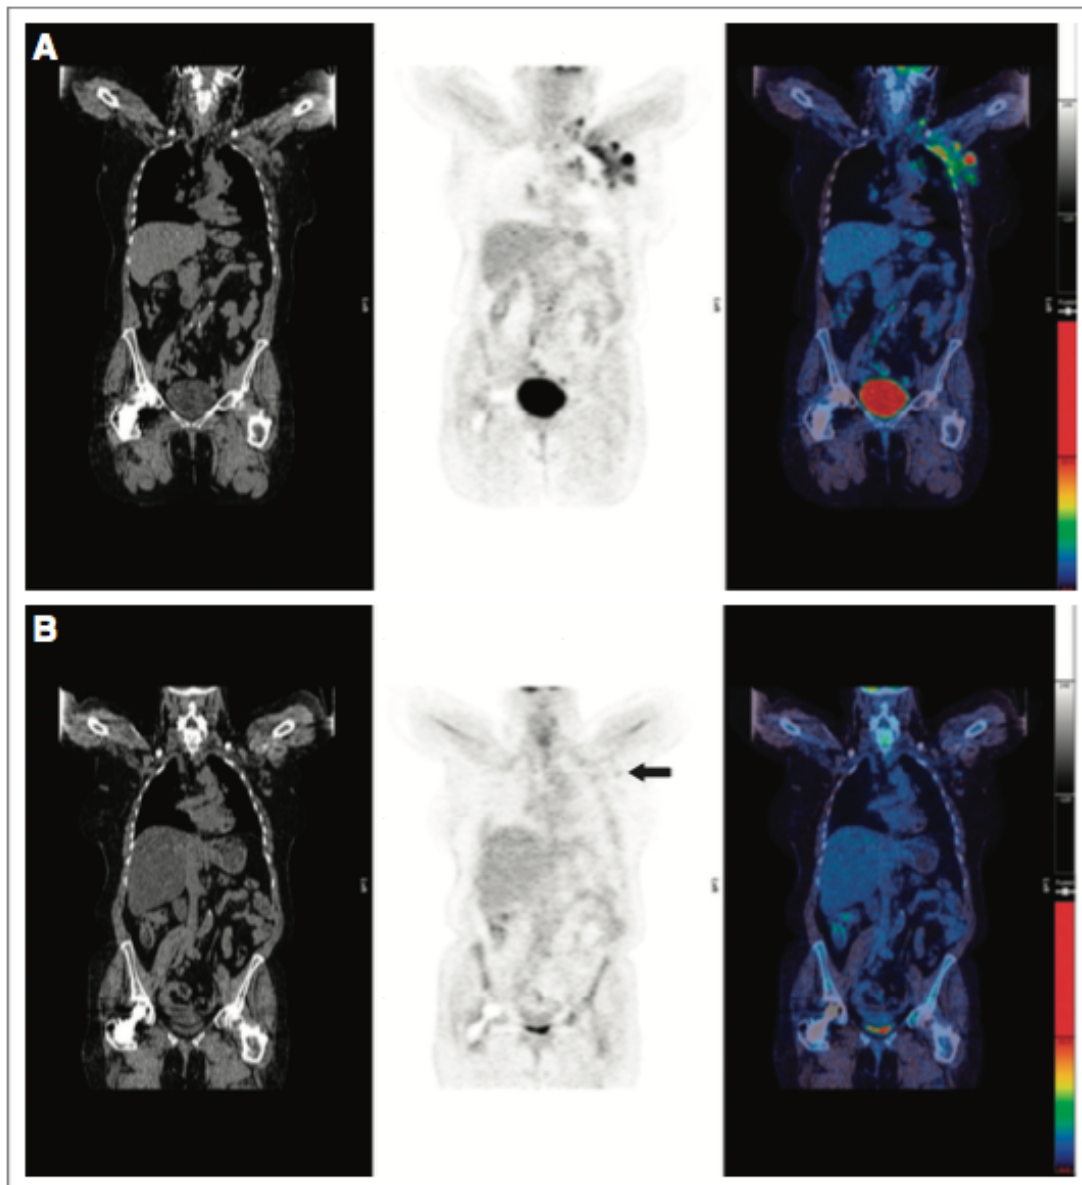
Izquierda: TC; Centro: PET; Derecha: imágenes fusionadas)
